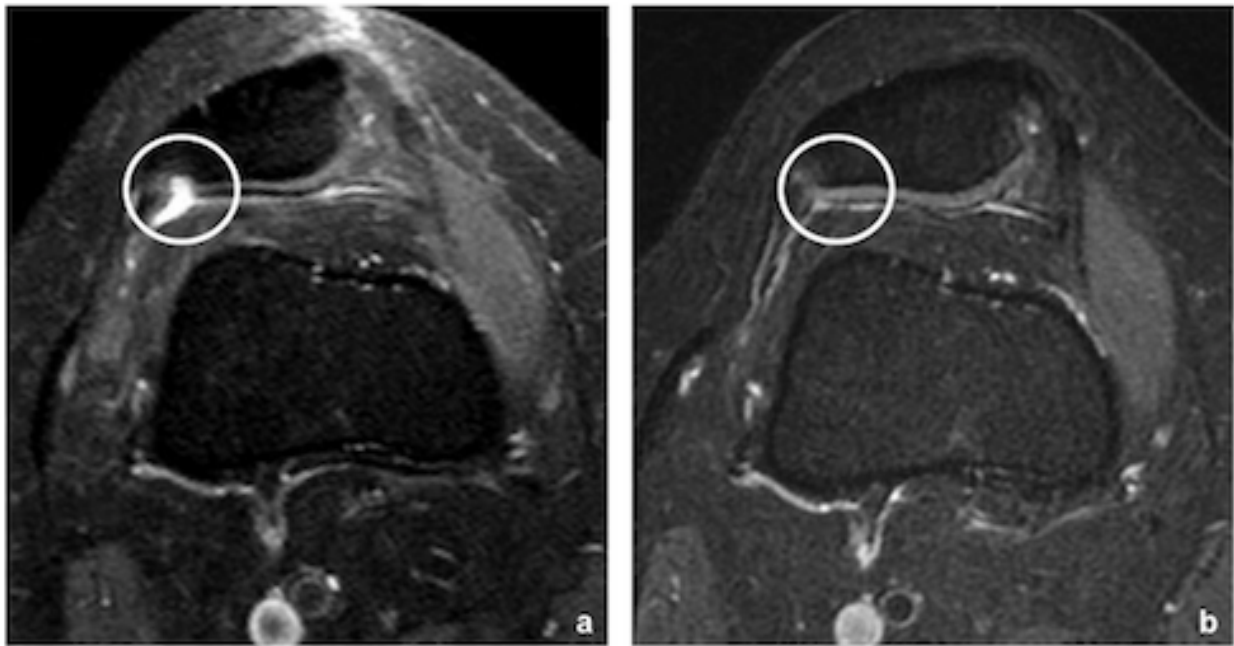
MRT-Befund (axiale Schnittführung, fettgesättigte PD-Sequenz) vor und nach 1.5 Jahren nach BioSeedC© Implantation. Links: Das MRT-Bild zeigt einen fokalen, vollschichtigen retropatellaren Knorpeldefekt. Rechts: MRT-Bild des gleichen Kniegelenks in der gleichen Ebene 1.5 Jahre nach der Knorpelzelltransplantation. Der Defekt zeigt eine komplette Defektfüllung, komplette Integration zum umgebenden Knorpel, eine intakte Oberfläche, eine homogene Signalstruktur, geringgradige Veränderungen hinsichtlich der Signalintensität (gering hypointens), die subchondrale Lamina ist intakt, keine subchondralen Ödeme oder Zysten. Der MOCART 2.0 Score ist 95.
